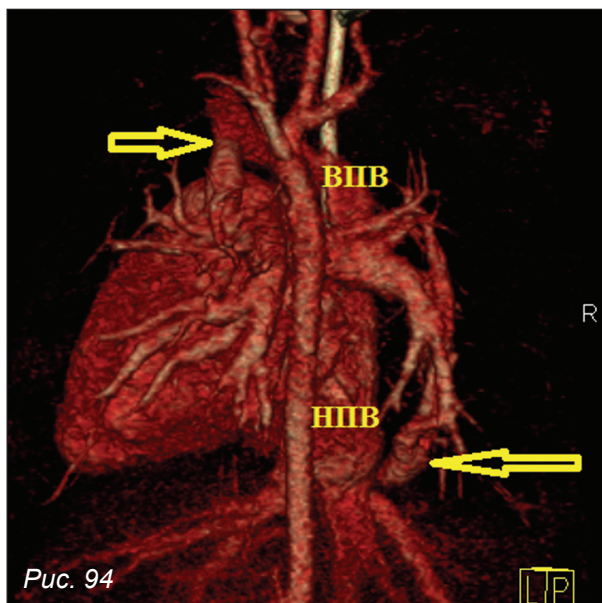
КТ-ангиография органов грудной полости, объемная реконструкция
